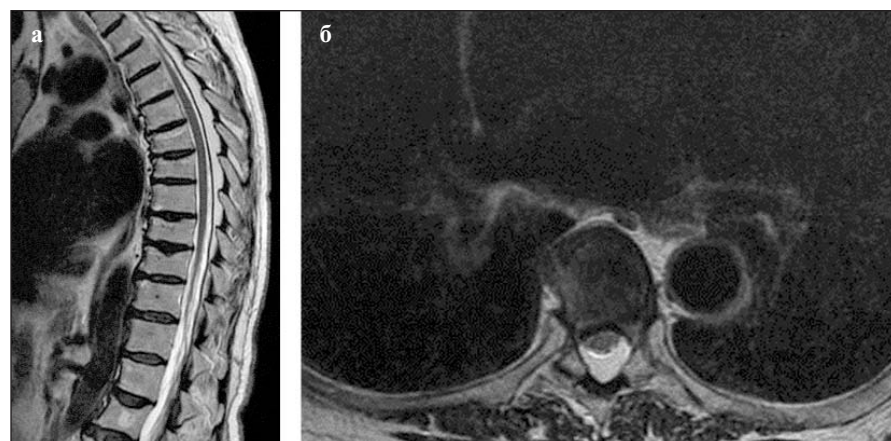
МРТ грудного отдела позвоночника и СМ (июль 2019 г.) в режиме T2-ВИ: а — сагитальная, б — аксиальная проекция на уровне нижнего края тела T_{VII}. Картина утолщения экстрадуральной жировой клетчатки в заднебоковых отделах позвоночного канала без признаков компрессии дурального мешка и СМ по сравнению с предыдущим исследованием
